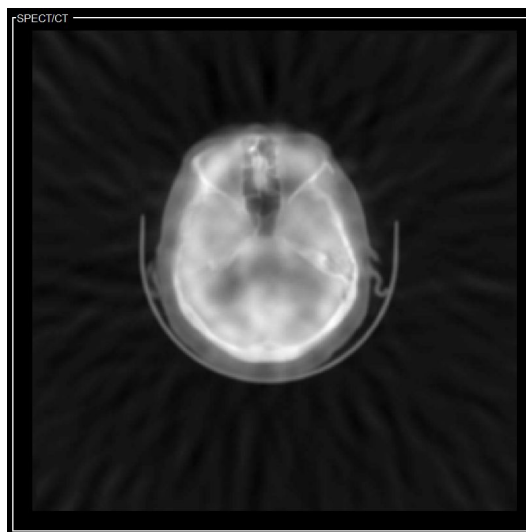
Fusión SPECT/TC - PCA.
